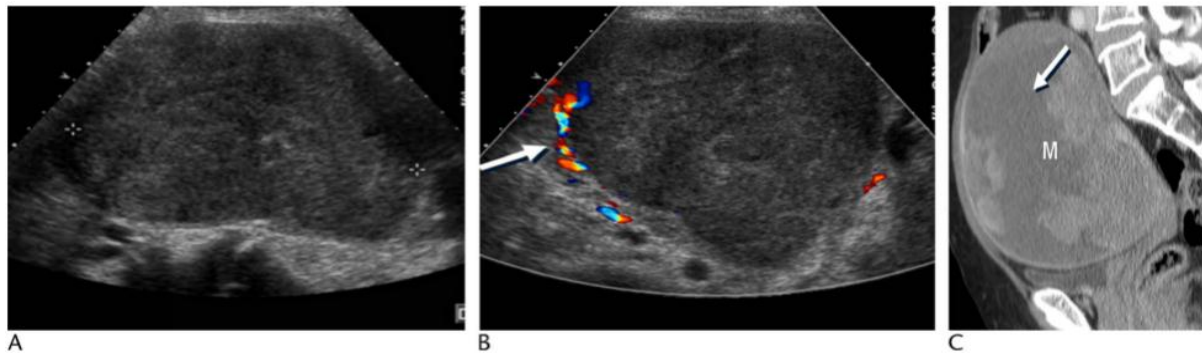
Sarcome du stroma endométrial chez une femme de 73 ans. A L'échographie transabdominale montre une grande masse utérine échogène hétérogène. B, l'échographie Doppler montre une augmentation suspecte de la vascularisation intralésionnelle périphérique (flèche). C, TDM montre une grande masse hétérogène (M). [145]
